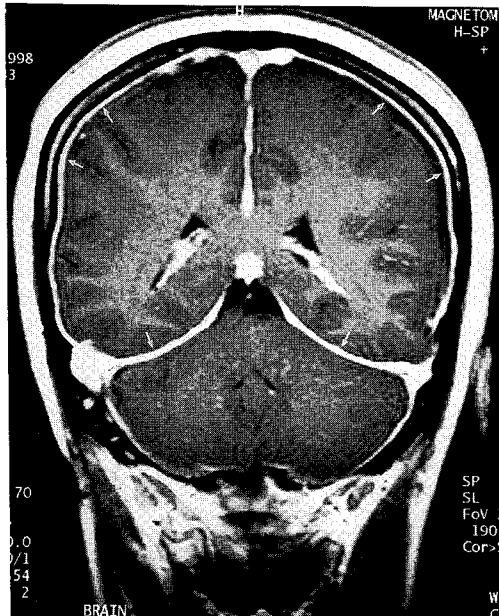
Contrast-enhanced T1-weighted(450/12) coronal image shows marked enhancement of thickened pachymeninges(small arrows).
